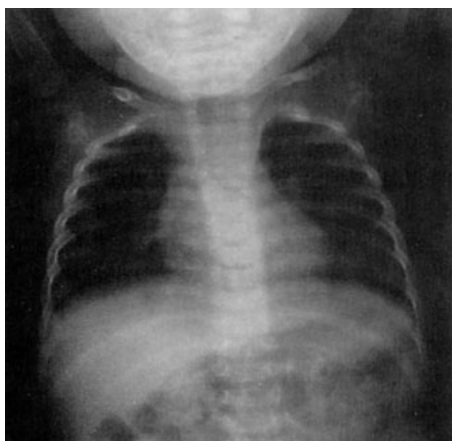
radiografía de tórax al mes de la reducción quirúrgica de la hernia.
